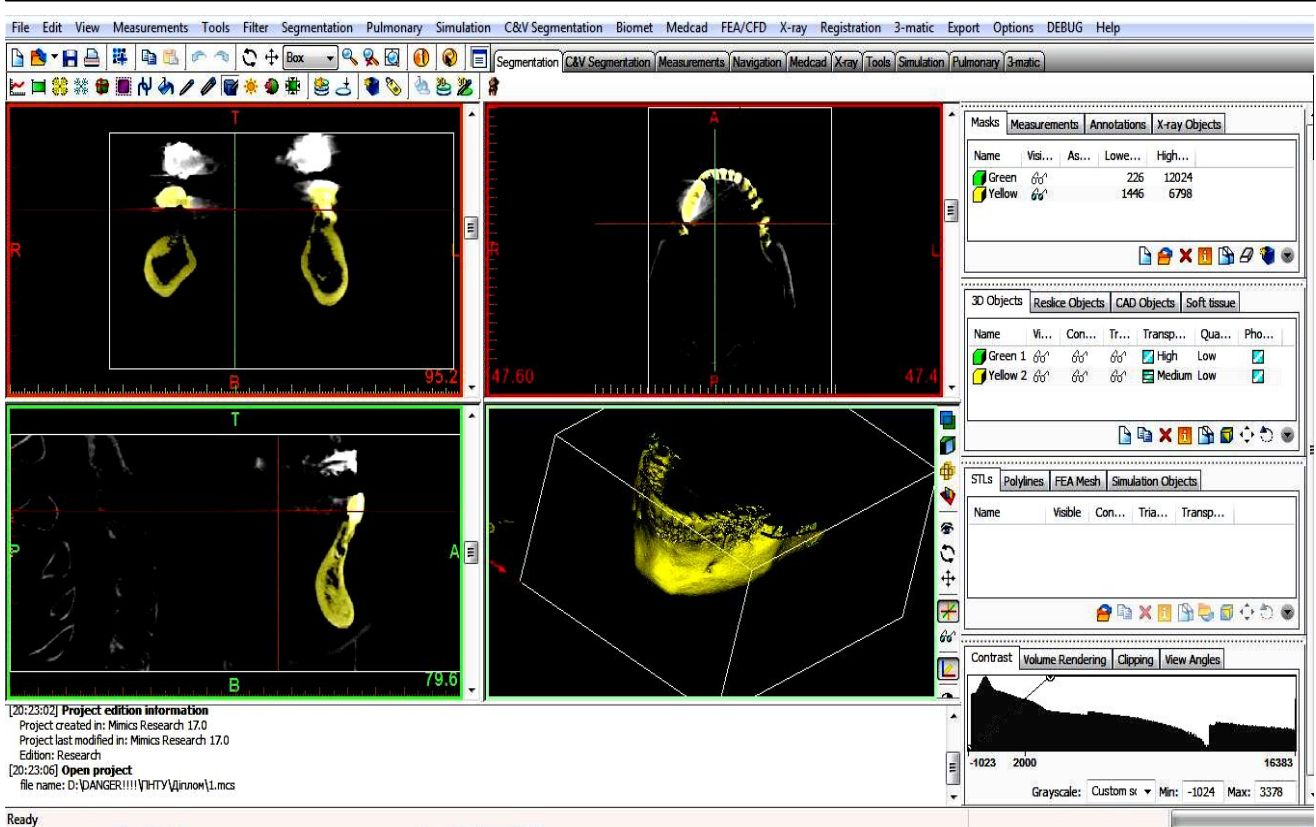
Конусно-променева КТ і 3D-реконструкція в «Mimics». Побудова моделі протеза в Cad-системі «Delcam Powershape»
